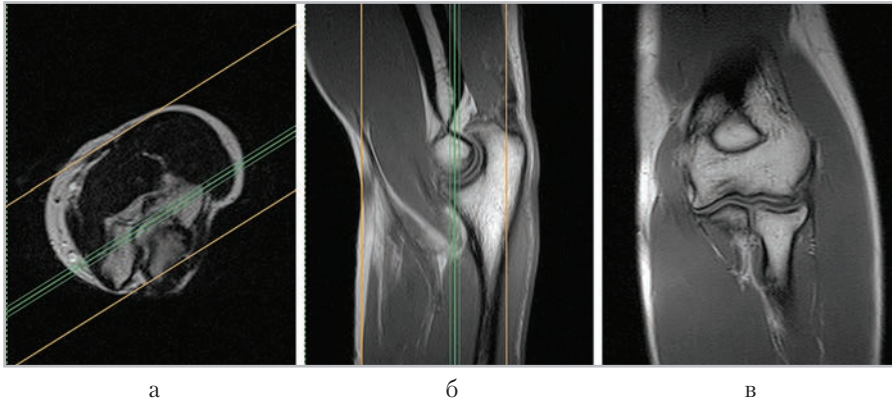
МР-томограммы, полученные для планирования коронарных срезов (в) в аксиальной (а) и сагиттальной (б) плоскостях
